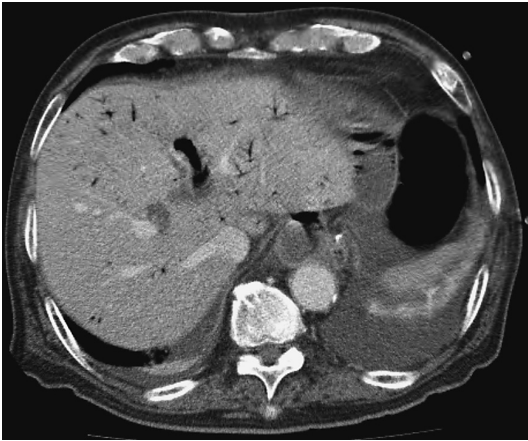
腹部造影CTにて肝内の門脈臍部および末梢分枝内にガスを認め、門脈ガス血症の所見を呈している。
